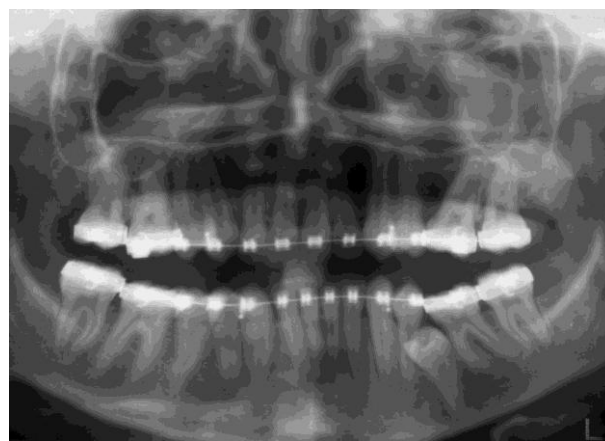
Ортопантомографический снимок
